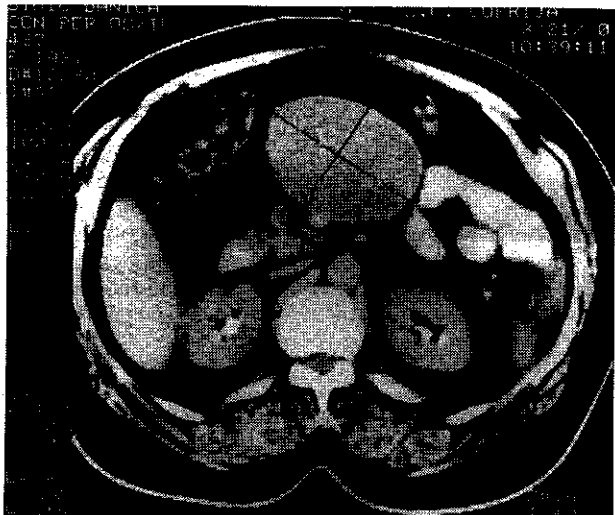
Ultrasonography showing a solid, well circumscribed, retroperitoneal mass,  $85 \times 75 \text{ mm}$  in diameter, compressing the superior mesenteric artery.
